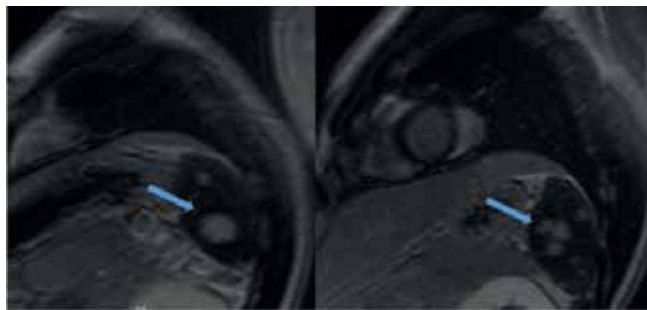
МРТ органов брюшной полости с контрастированием: гранулематозное поражение селезенки.
